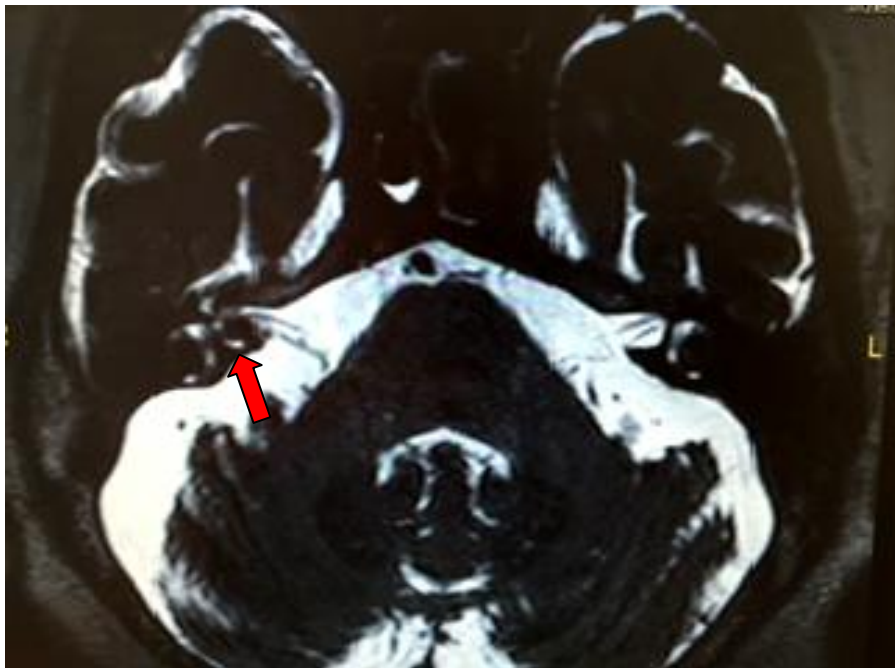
RM de CAI-APC (T2W 3D). Paciente que presenta un SV dependiente de NVI derecho de 9 mm de diámetro (flecha roja).
